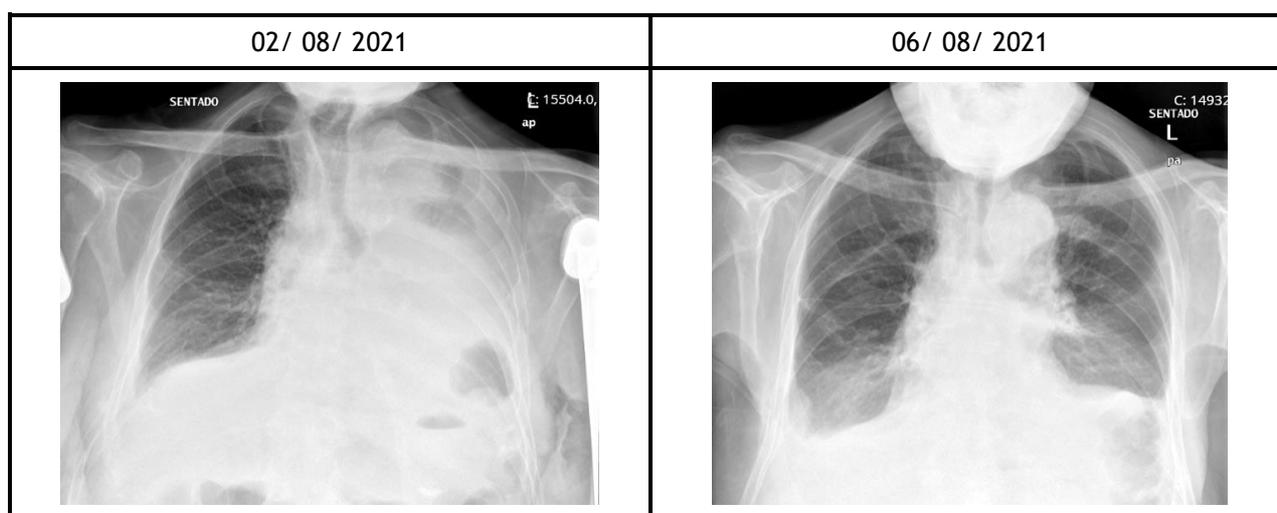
Telerradiografia do tórax
